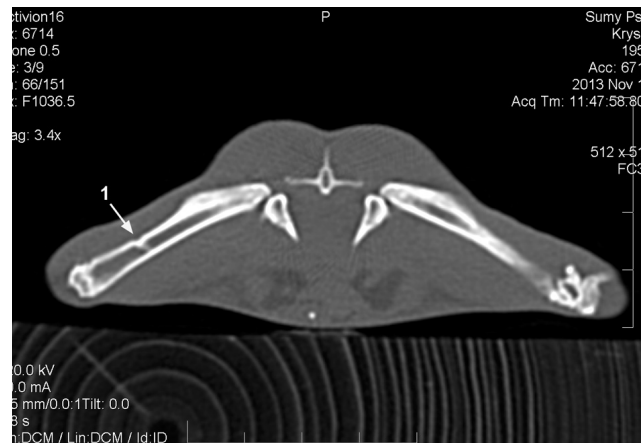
Комп'ютерна томограма стегнових кісток щура на 30-у добу після імплантації chronOST™. Ліва (1) і права (2) стегнові кістки з дефектом, заповненим остеопластичним матеріалом
